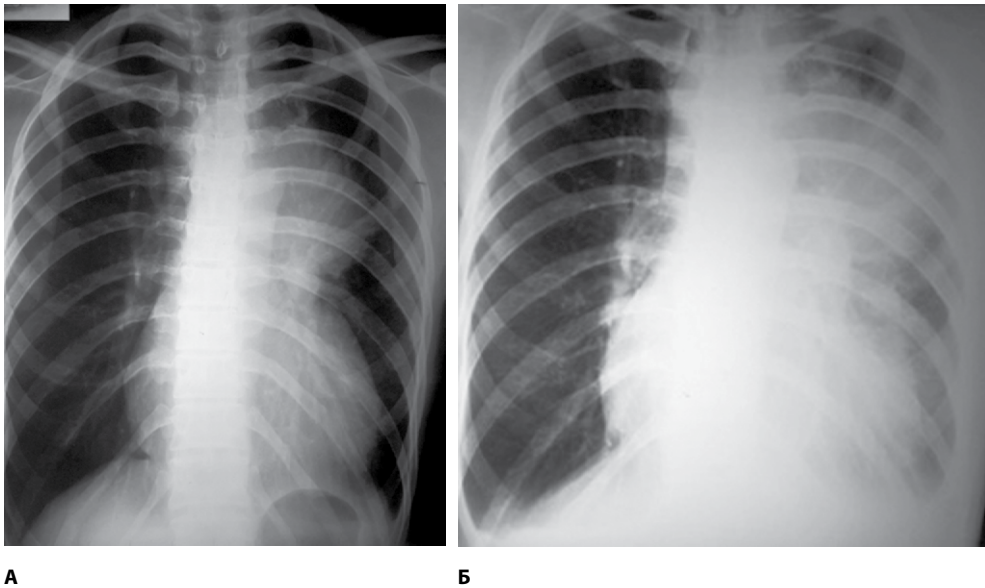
Рентгенологическая картина органов грудной клетки пациентки О., 39 лет, при первичном обследовании 10.04.2018 г. (А) и при обследовании в динамике 02.07.2018 г. (Б)
